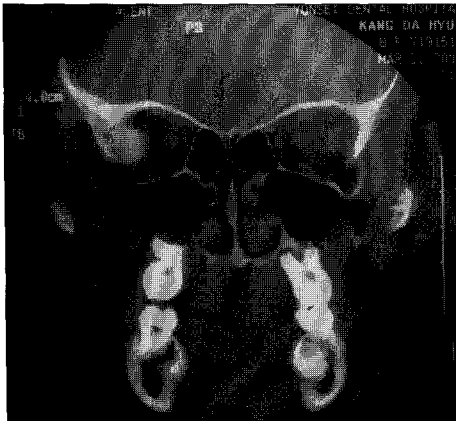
3D CT coronal view.
